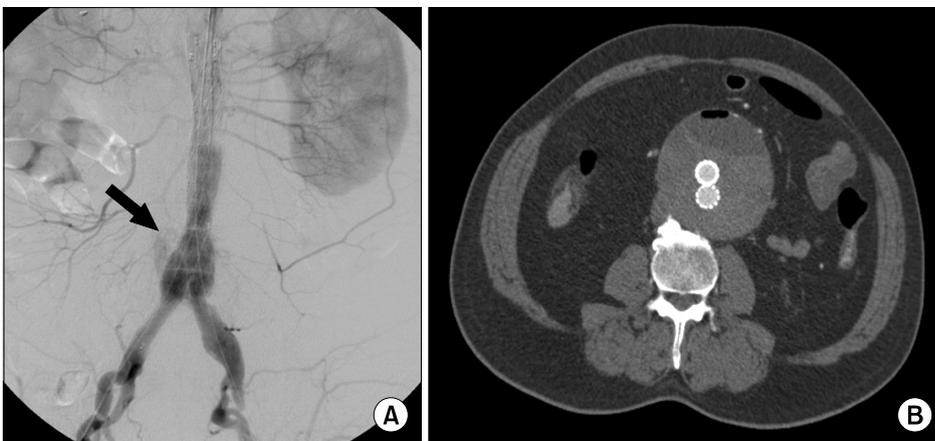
Type II endoleak patient no.17 66/M. In delayed angiogram after EVAR there was type II endoleak (arrow) (A). But type II endoleak disappeared at CT scan after 1 month (B).
